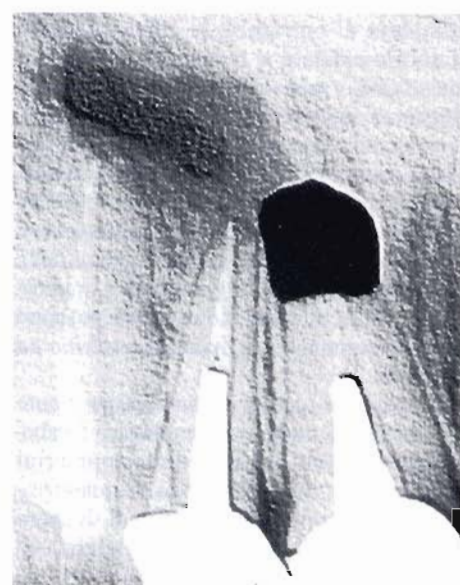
Caso B: radiografia preoperatoria elaborata al computer con evidenziazione della lesione periapicale di 11.
